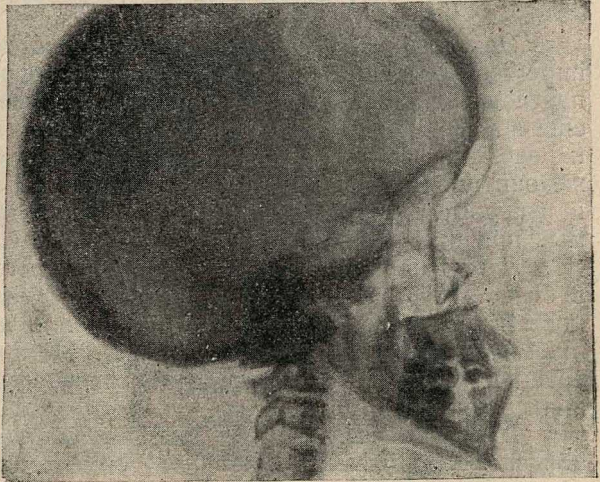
Рентгеновский снимок черепа при ахондроплазии. Наблюдение проф. Д. М. Российского.
